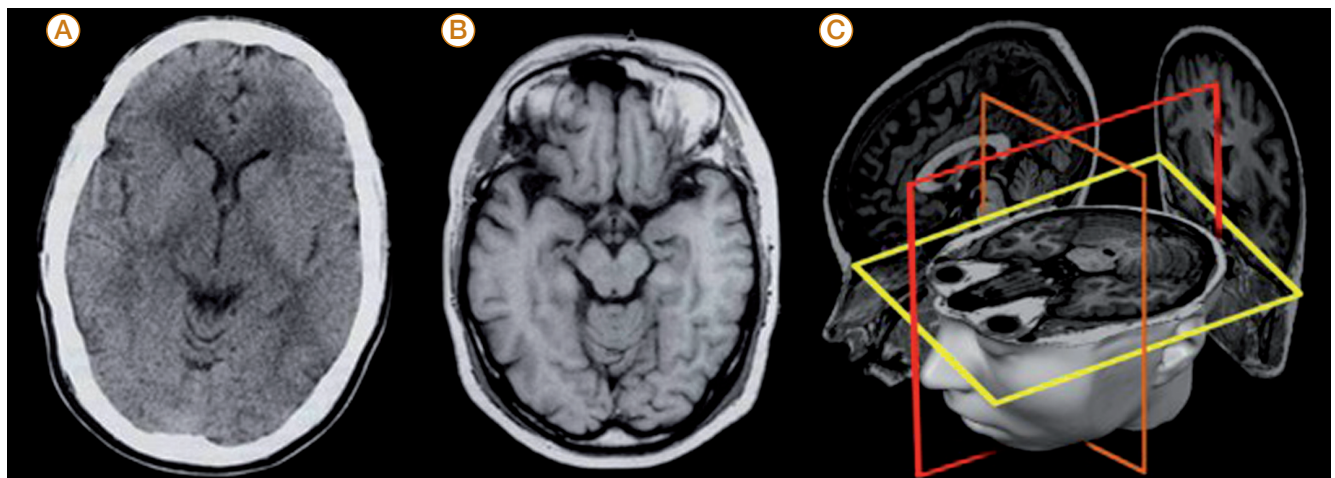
Esempio di immagini TC (A), RM (B) e ricostruzione 3D dell'immagine RM (in rosso, sezione sagittale; in arancio, sezione coronale; in giallo, sezione assiale) (C).
